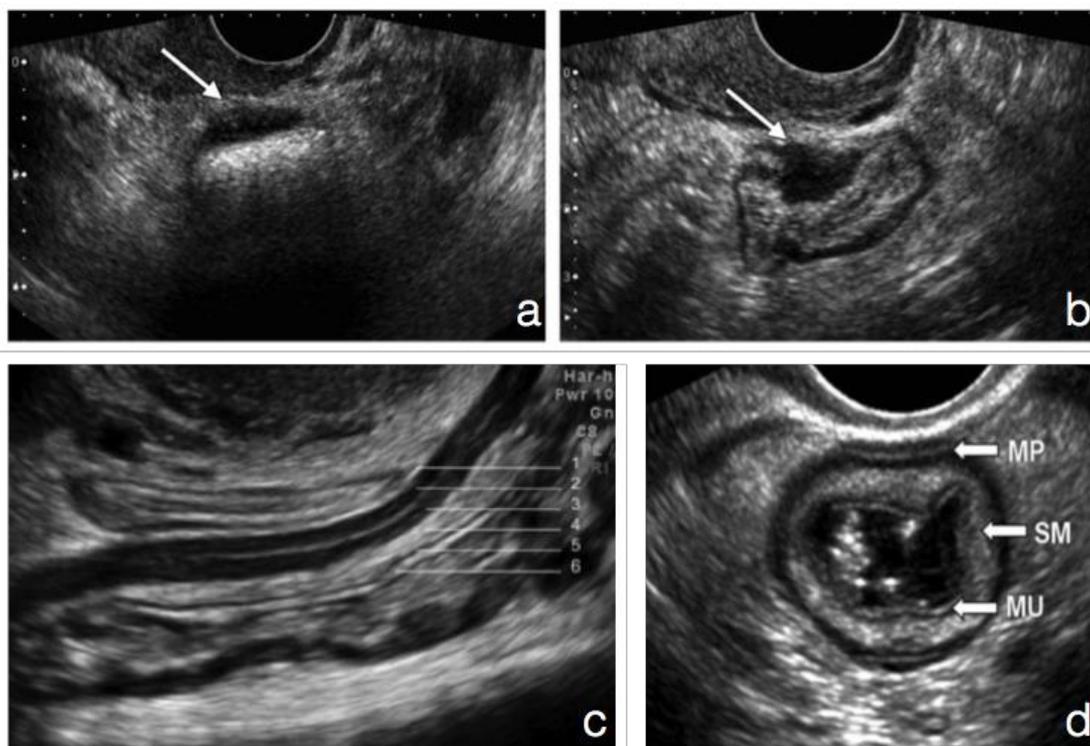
Ecografía transvaginal con preparación intestinal. (a) ETV sin preparación intestinal. La presencia de heces no permite delimitar adecuadamente la lesión. (b) ETV con preparación intestinal en el mismo caso. Se delimita un nódulo hipoeicoico en cara anterior rectal a nivel de la muscularis propia. (c) ETV con preparación intestinal. Se delimitan claramente las capas intestinales: 1:serosa (línea hipereicoica fina); 2-3:capas externa e interna de muscularis propia (banda hipoeicoica separada por línea hipereicoica fina); 4: submucosa (banda hipereicoica); 5:muscularis mucosa (línea hipoeicoica fina); 6:mucosa (línea hipereicoica gruesa). (d) Misma imagen en corte axial. MP:muscularis propia; SM: submucosa; MU: mucosa. (Modificado de Gonçalves et al, 2010).
